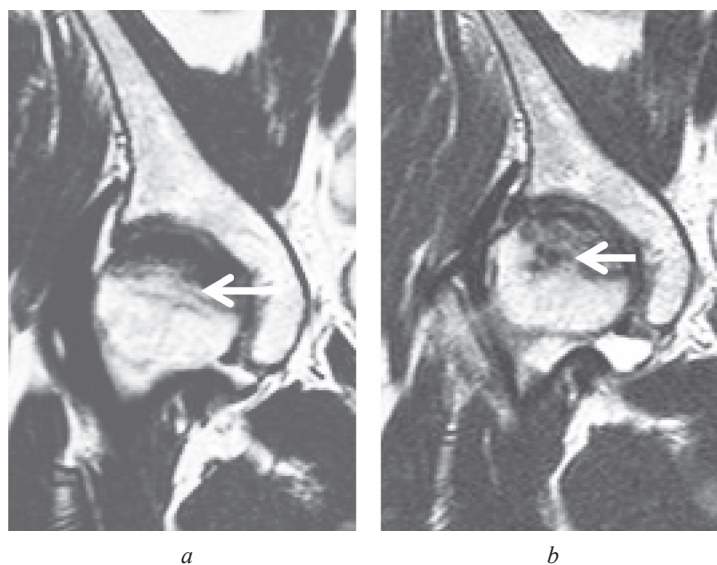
МРТ пациентки Л., 48 лет, с остеонекрозом головки бедра: *a* – до операции; *b* – через 3 года после декомпрессии (уменьшение интенсивности патологического сигнала зоны некроза); стрелкой указана демаркационная зона. T2-взвешенные изображения в коронарной проекции
